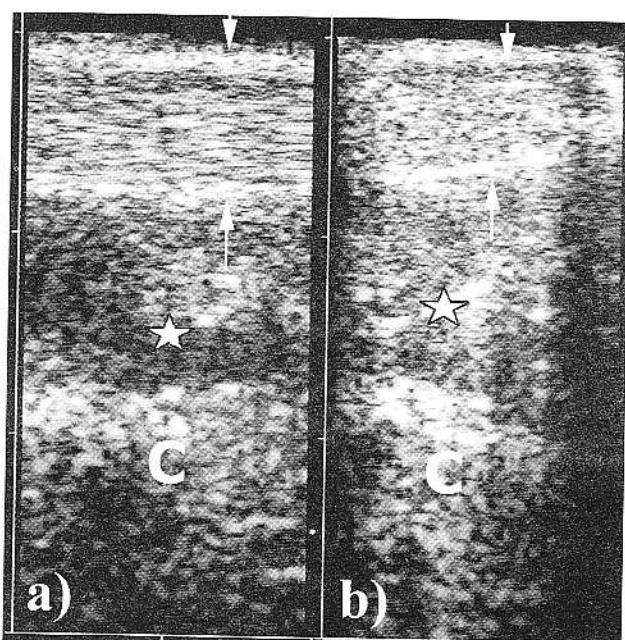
Aspectul ecografic normal al tendonului: a) secțiune longitudinală la nivelul tendonului Achile (între săgeți) cu evidențierea structurii fibrilare. b) secțiune transversală la același nivel. C-calcaneu; steluță-grăsimă preachiliiană.
